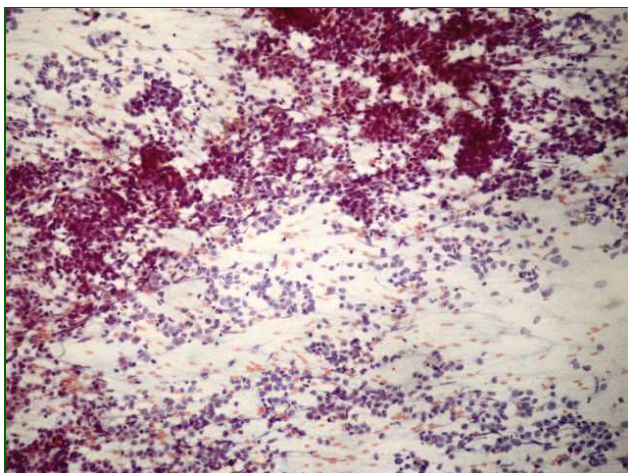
ASPECTO TIGROIDE
